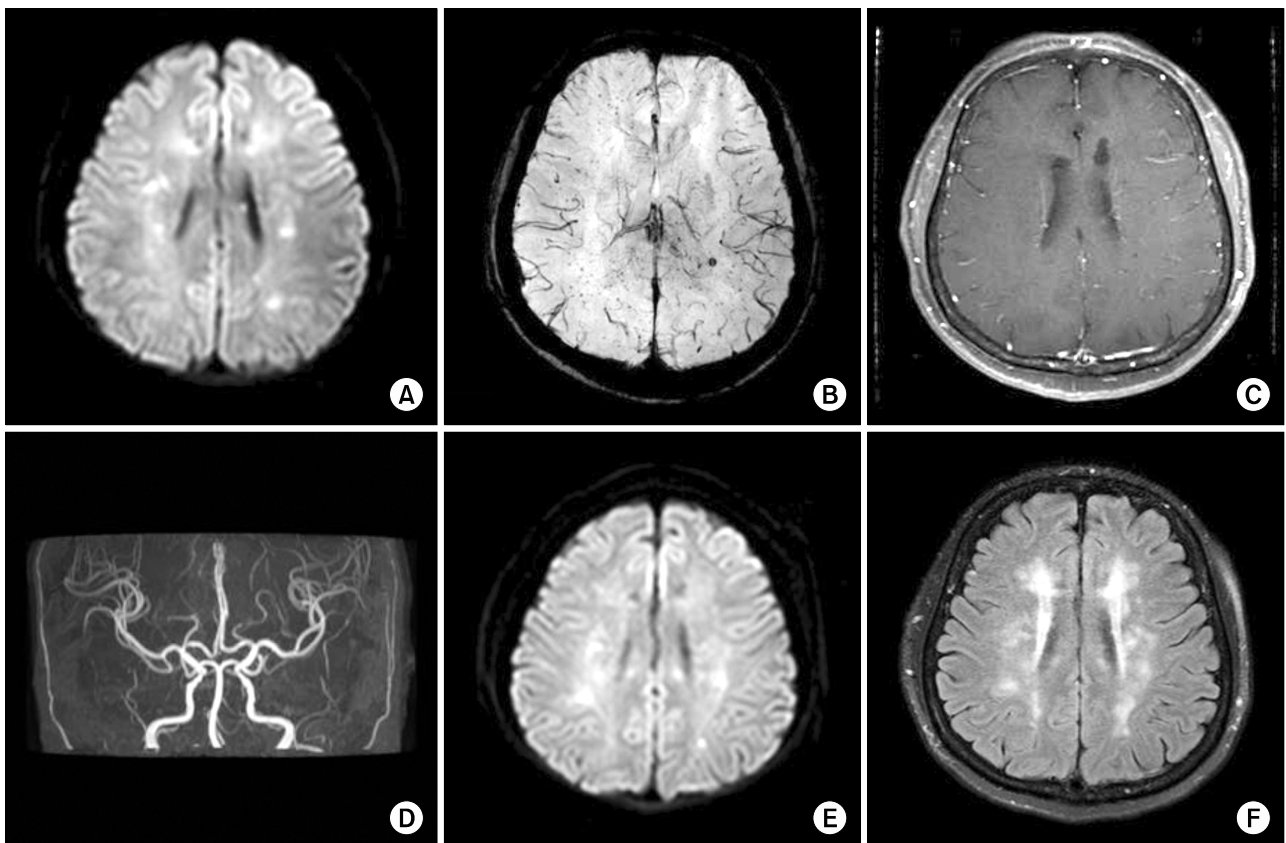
Initial magnetic resonance imaging (MRI) including (A) diffusion-weighted sequence and (B) susceptibility-weighted sequence shows multiple infarctions involving bilateral corona radiata. (C) Enhanced T1-weighted image and (D) intracranial angiography are normal. Follow-up MRI on re-admission shows (E) recurrent acute infarctions involving brain stem and bilateral subcortical white matters from diffusion-weighted sequence and (F) increased white matter changes from fluid attenuated inversion recovery sequence.
